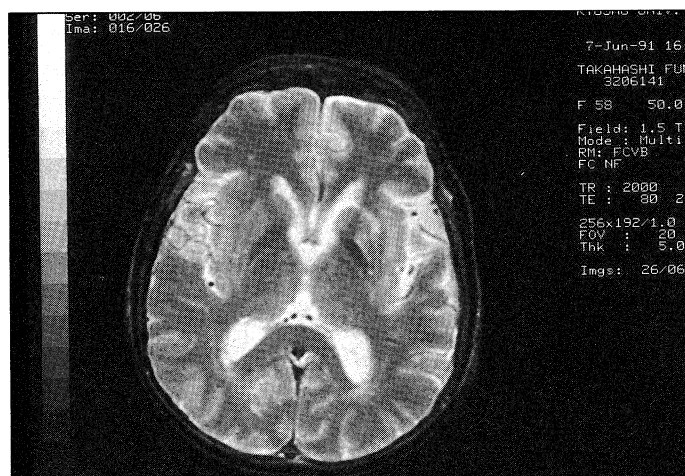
右片側性舞蹈病患者のMRI像。左被殻の高信号域がみられる。
